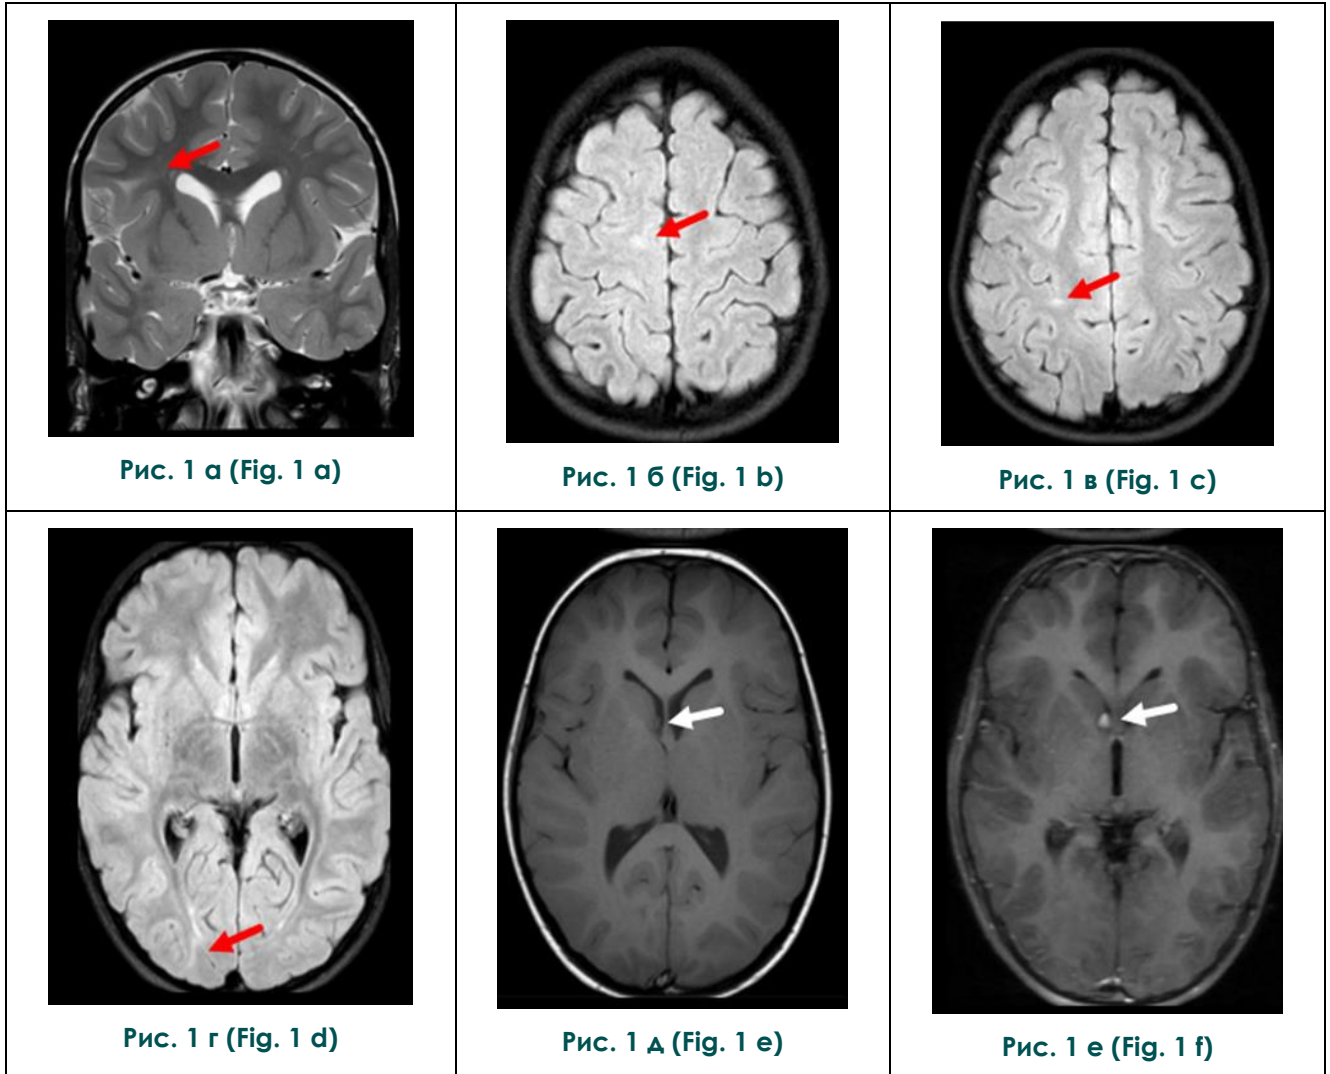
МРТ головного мозга (с высоким разрешением 3Т). Пациент Г., 5 лет.
